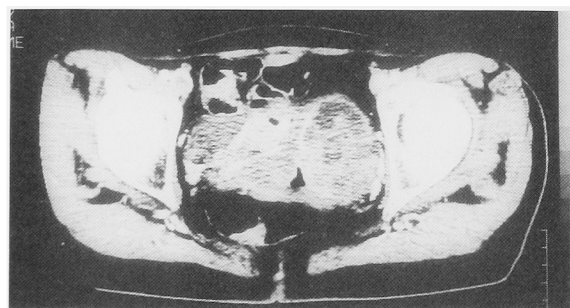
Pelvic enhanced CT scan. A large enhanced solid mass with calcification occupied the left intra-pelvic space. This tumor involved the urinary bladder and the vaginal wall.
